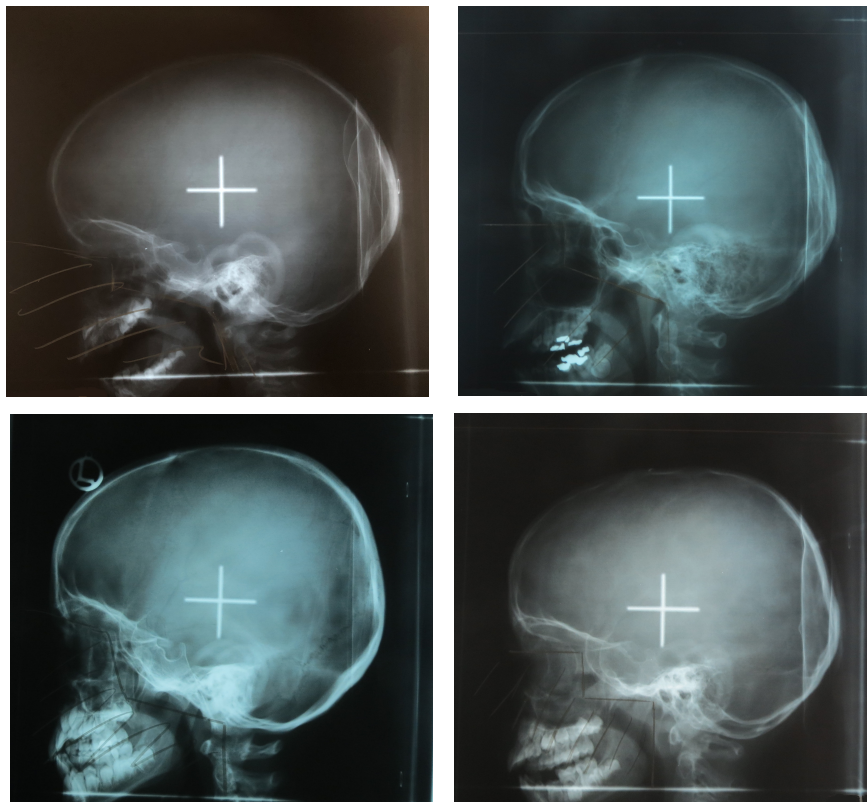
Laterale Röntgenfilmaufnahmen verschiedener Gesamtschädel von CoALL-Studienpatienten mit eingezeichneten Bestrahlungsfeldgeometrien.
